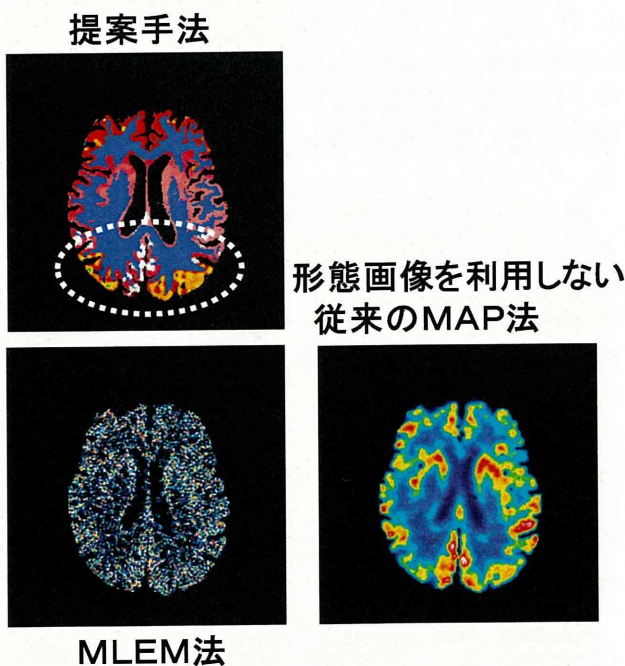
CT/MRI画像を先見情報に利用した部分容積効果補正を組み込んだMAP画像再構成法で得られた画像。MLEM法、従来MAP法との比較
